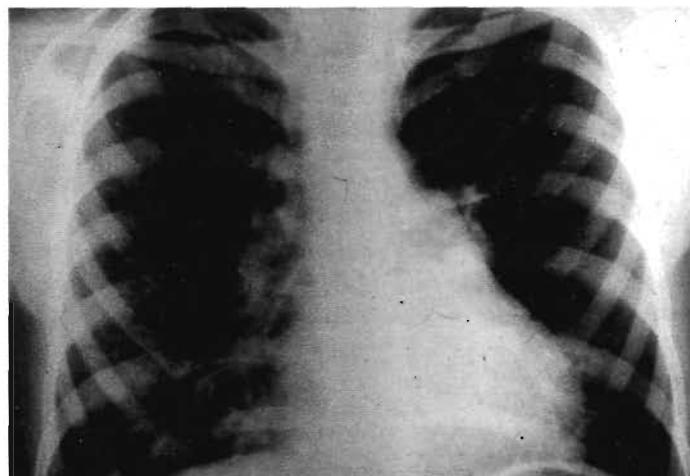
Рентгенограмма органов грудной клетки ребенка Э., 3,5 лет, с облитерирующим бронхиолитом.
